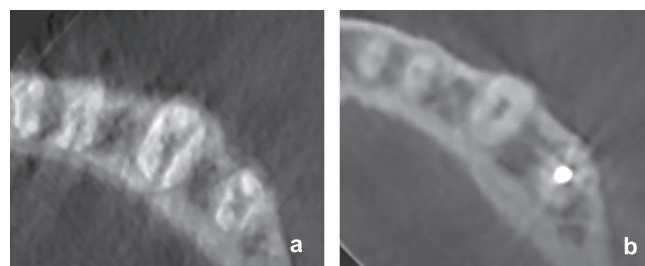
а – диагностическая КЛКТ: рентгенографический срез в аксиальной проекции. Пациент направлен на эндодонтическую ревизию 34 зуба с целью выявления «пропущенного» корневого канала. На рентгенографическом срезе определяются нечеткие контуры корневых каналов (лучевые контуры) у видимых зубов, что является признаком динамического артефакта. Исследование признано непригодным для изучения анатомии и топографии корневых каналов. б – КЛКТ перед эндодонтической ревизией: на рентгенографическом срезе в аксиальной проекции в зубе 34 определяется рентгеноконтрастное вещество (лечебная паста), располагающееся в центральной части объема корня. Рентгенологических признаков «пропущенного» корневого канала нет, что подтвердила ревизия зуба под микроскопом.
